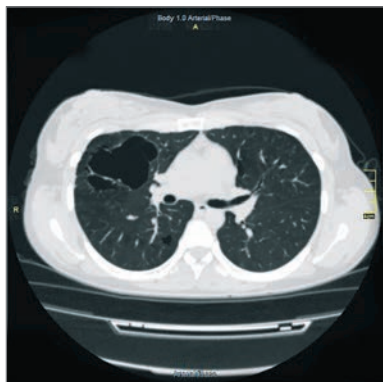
Аксіальний зріз КТ ОГК пацієнтки Б. через рік спостереження
